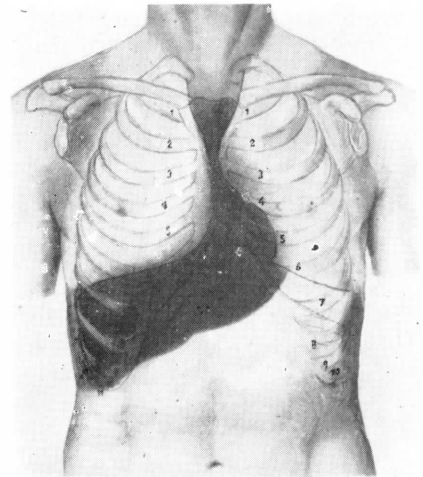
Teniendo en cuenta la sombra cardiopulmonar de la radiografía de las figuras precedentes y la parte de este bloque que debe de quedar en contacto con el peto esternocostal, la clínica muestra que la repercusión del tórax en la zona de contacto visceral cardiopulmonar dará un sonido macizo que se continuará con el sonido macizo de más abajo, por el territorio del hígado. Véase, en negro, la proyección de la zona de sonido macizo.
